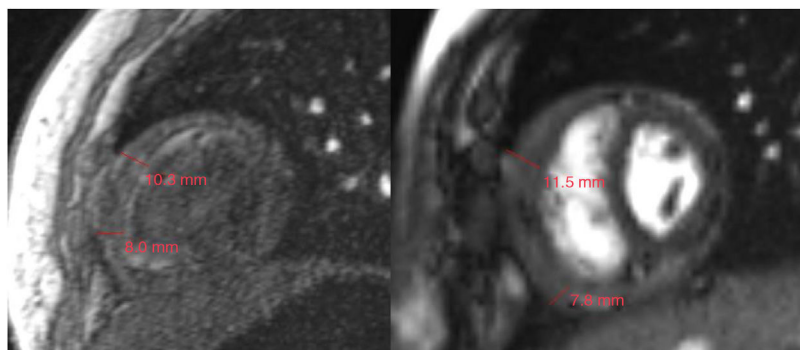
Estudio de resonancia magnética cardiaca donde se aprecia engrosamiento del pericardio de 7,8–11,5 mm con restricción de la función biventricular.
